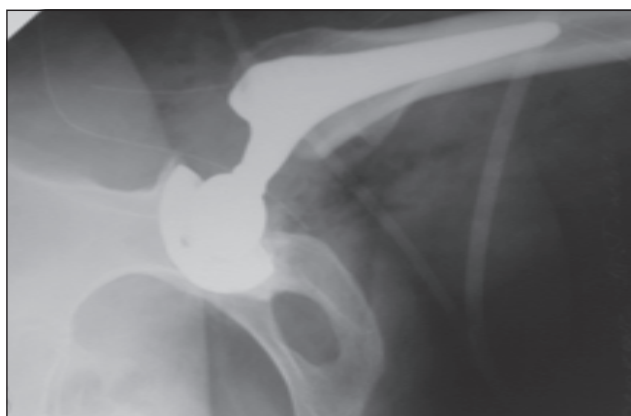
Рентгенограми хворого після операції
